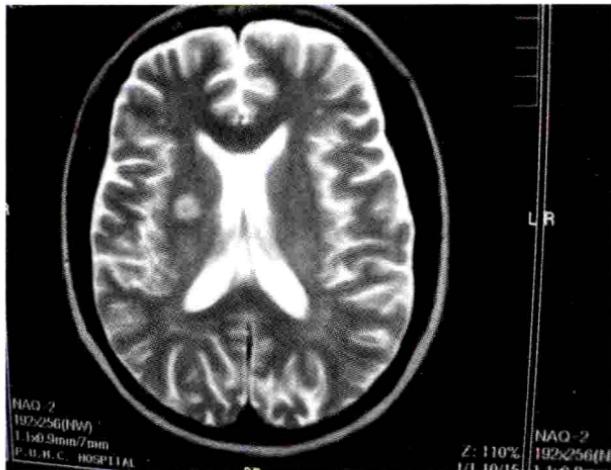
头颅 MRI 显示右基底节区长 T₂ 信号
